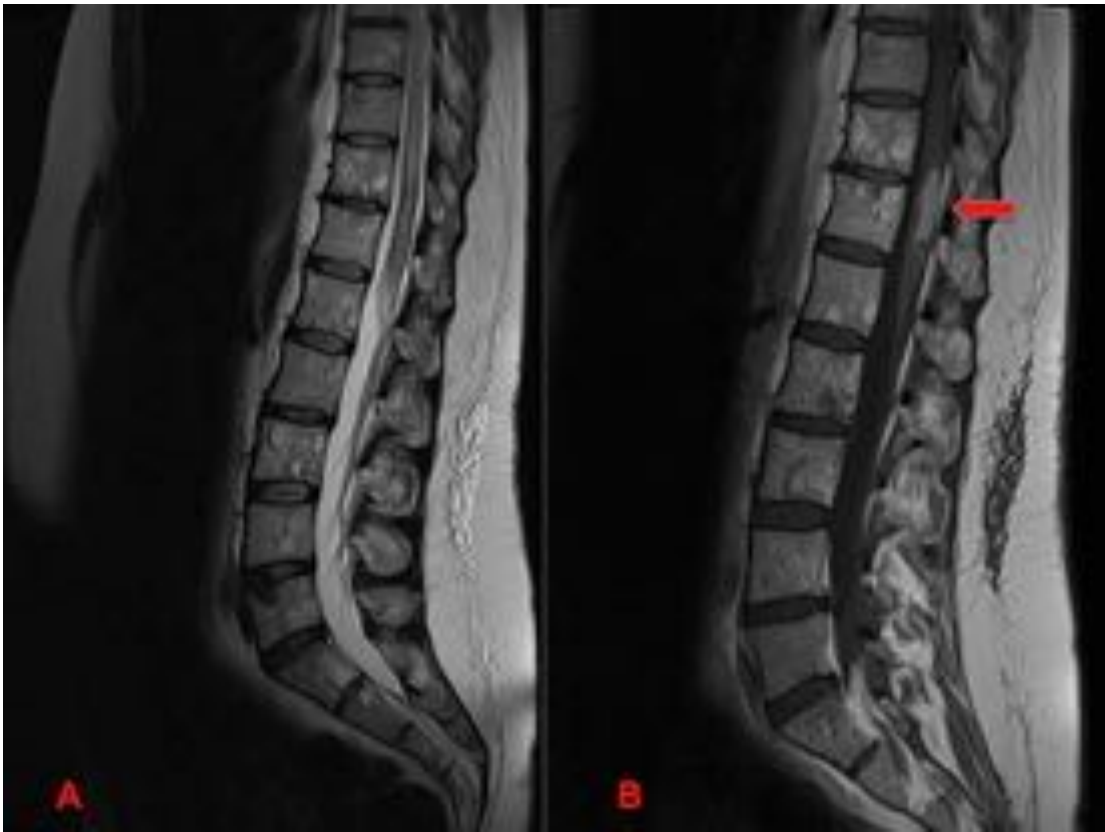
Mujer de 36 años con antecedente de melanoma con metástasis óseas, que presenta desde hace 1 día parestesias y disminución de fuerza en MMII, sobretudo izquierdo. A: Imagen de RM sagital T2 con numerosas metástasis en cuerpos vertebrales dorso-lumbares y alteración de la señal medular por edema. B: Imagen de RM sagital T1 con gadolinio, donde se observa una lesión intramedular hipercaptante, en relación con metástasis intramedular.
